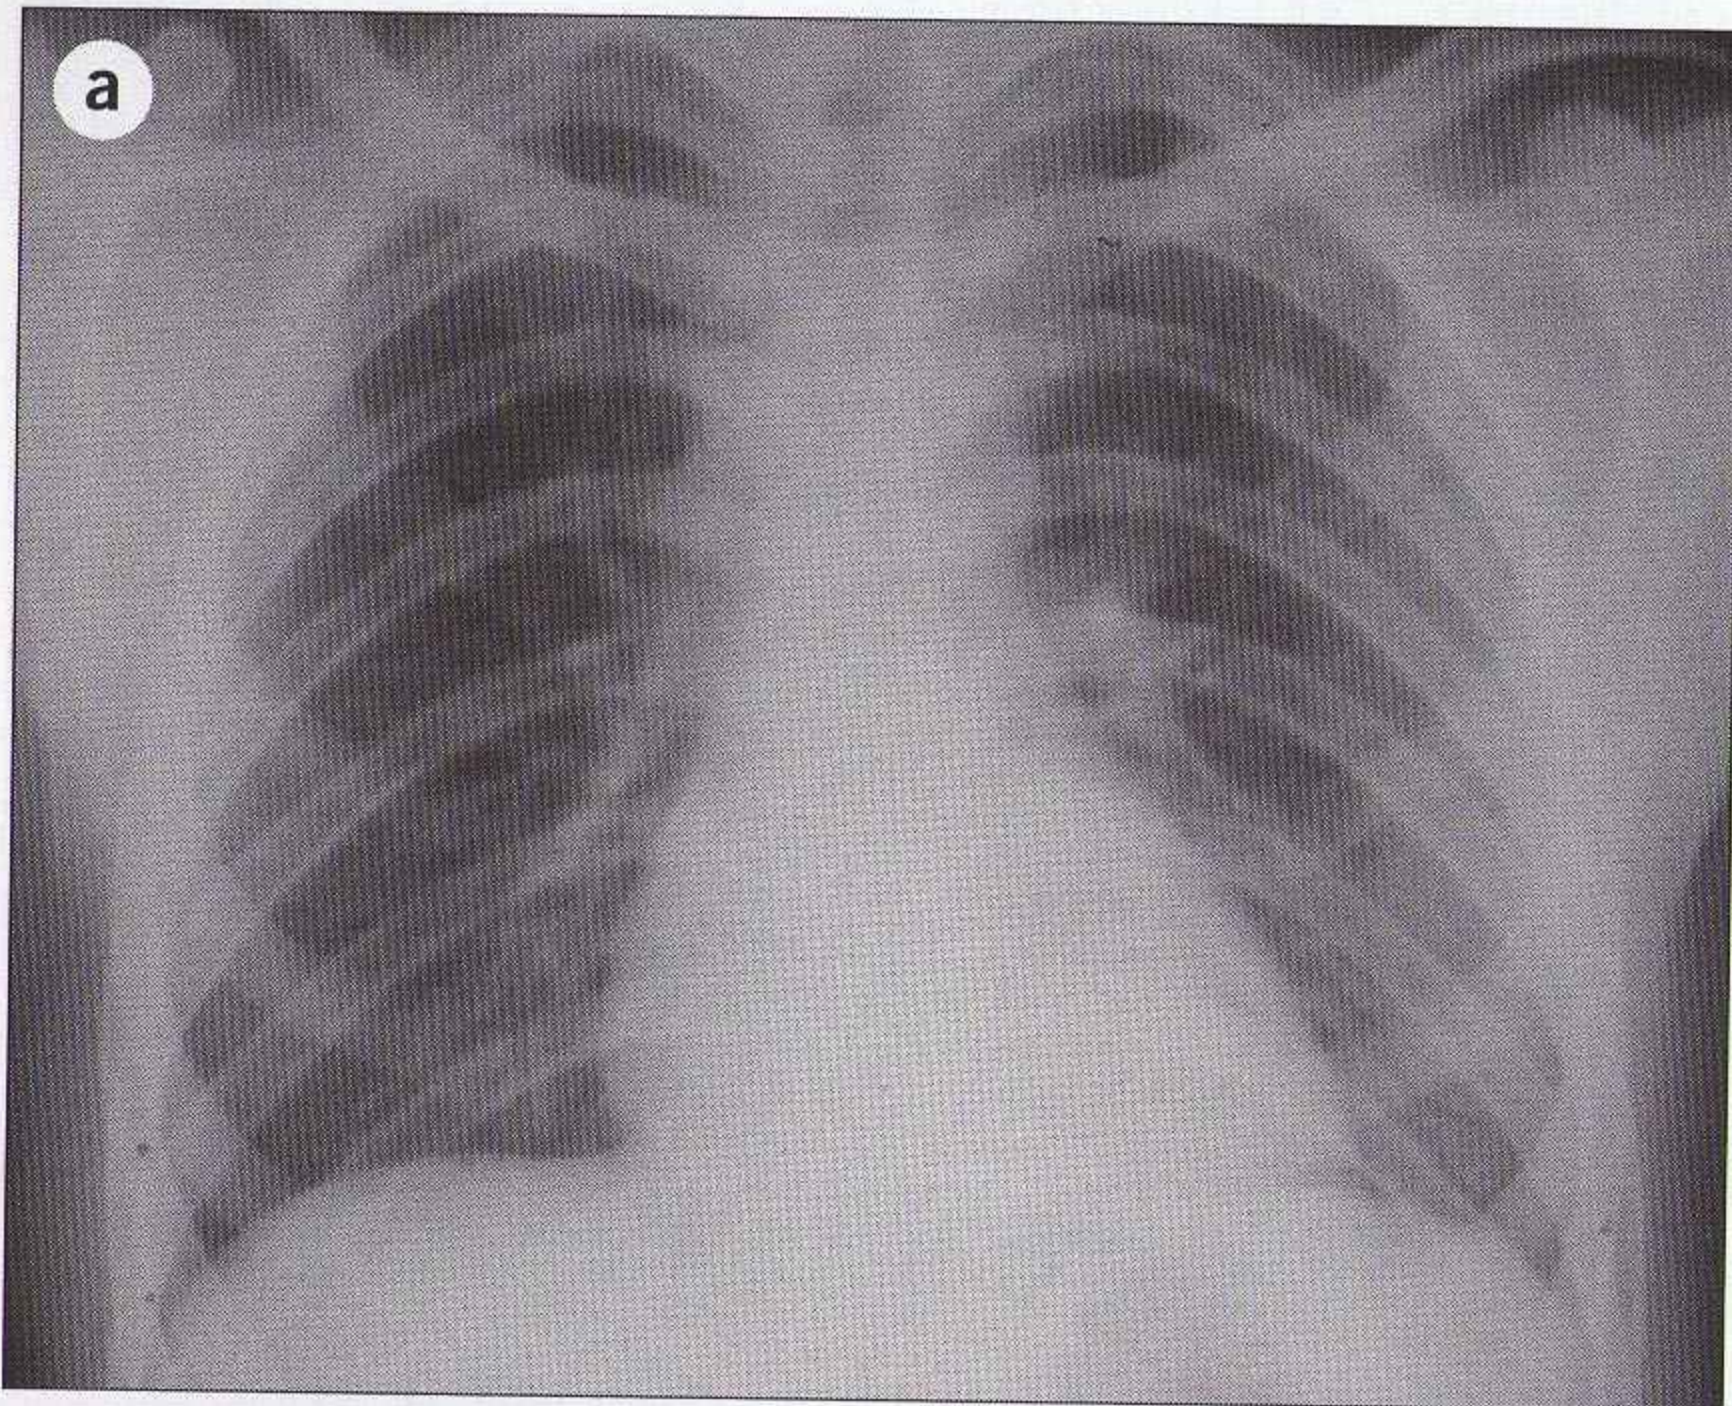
Résultats d'une inspiration insuffisante. (a) Le diamètre transverse du cœur est supérieur à 50 % du diamètre transverse du thorax et suggère la possibilité d'une cardiomégalie. Il existe aussi un surcroît d'opacité des deux bases pulmonaires. Nouvelle radiographie réalisée quelques minutes plus tard en inspiration complète. (b) Le diamètre transverse du cœur est normal et la transparence pulmonaire est normale.
